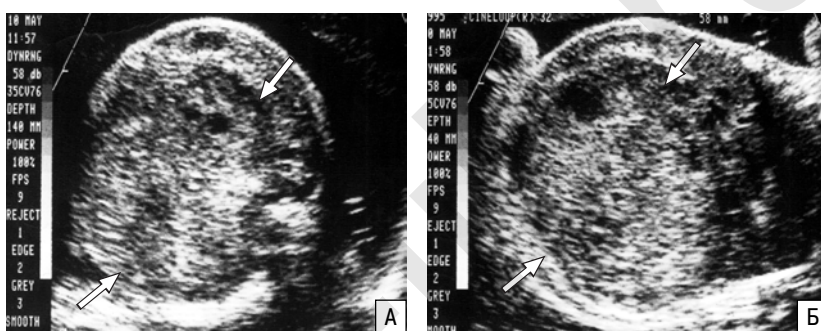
Беременность 35 нед. Мезобластическая нефрома (стрелки). А – В-режим. Б – режим ЦДК. Отмечается выраженная васкуляризация опухоли. В – магнитно-резонансная томограмма [21].
